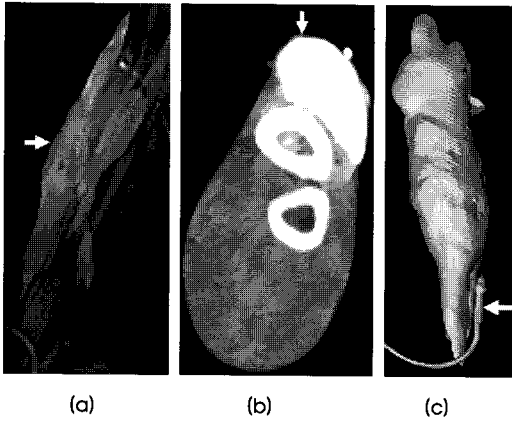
혈관의유출(18 ml) 진양성의 결과. CT의 scout영상(a), 스캔 영상(b), 뼈와 근육을 제거한 혈관의유출 조영제 영상(c)
